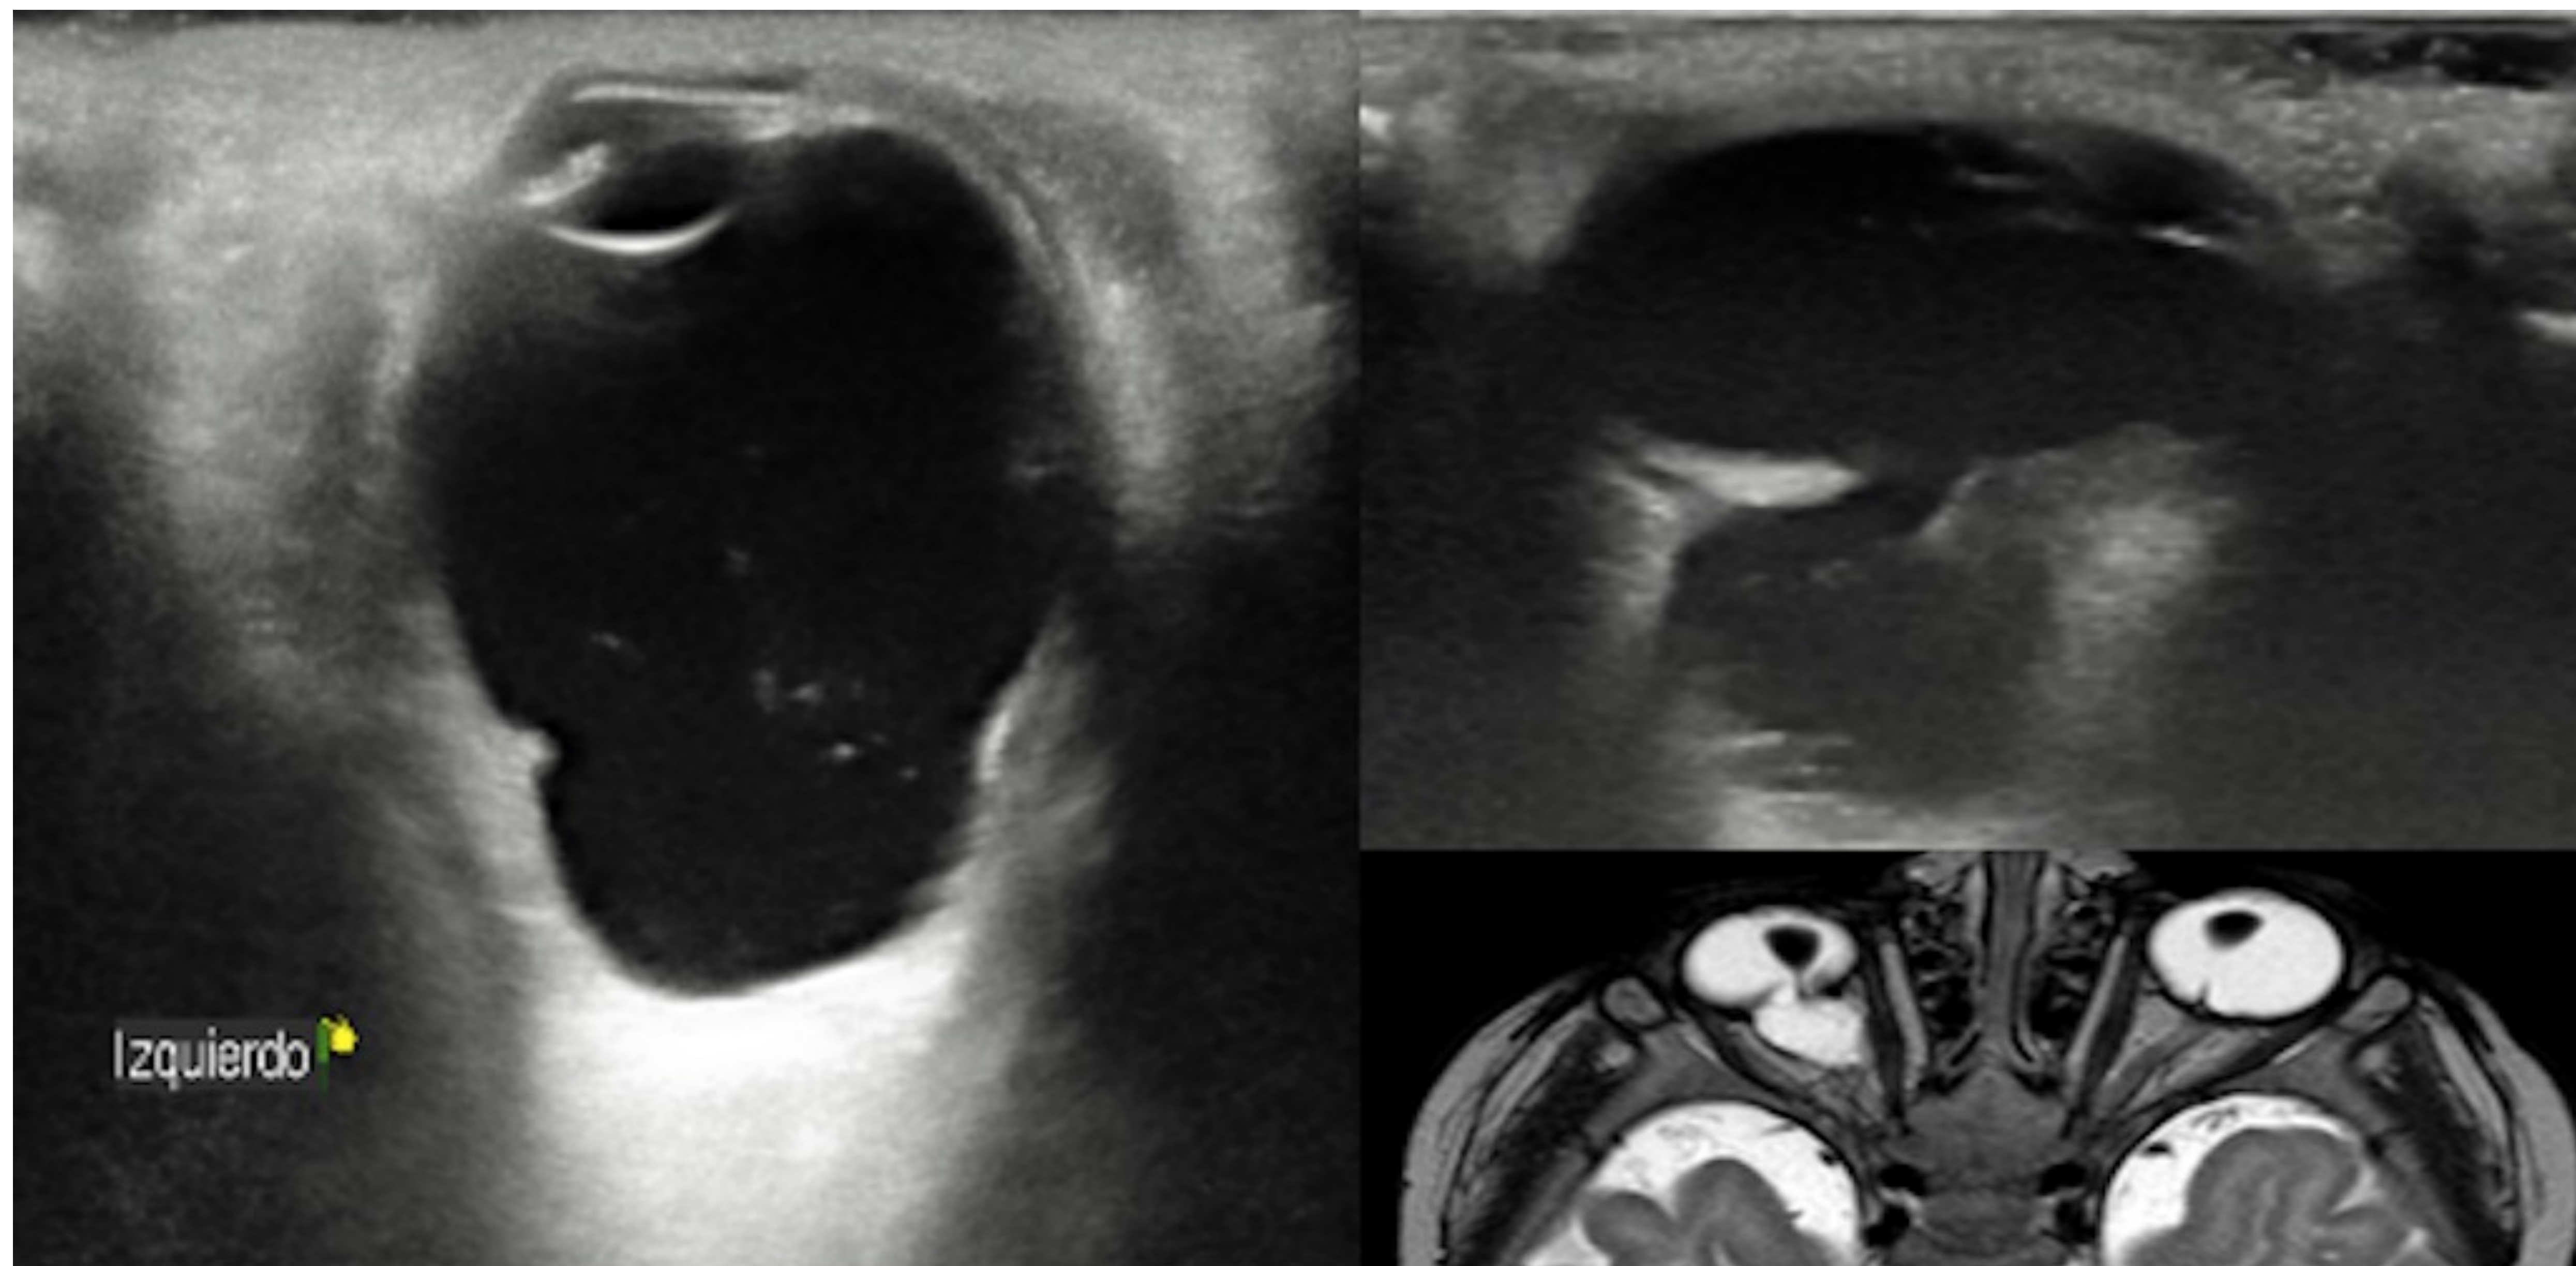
Coloboma izquierdo (ecografía y correlación con RM): ensanchamiento de la cabeza del nervio óptico con herniación vítrea. En la RM: quiste retrobulbar de densidad líquida.
